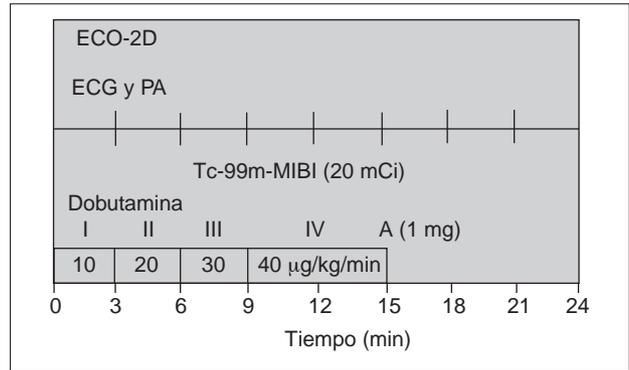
Protocolo de la ecocardiografía con dobutamina-atropina.
